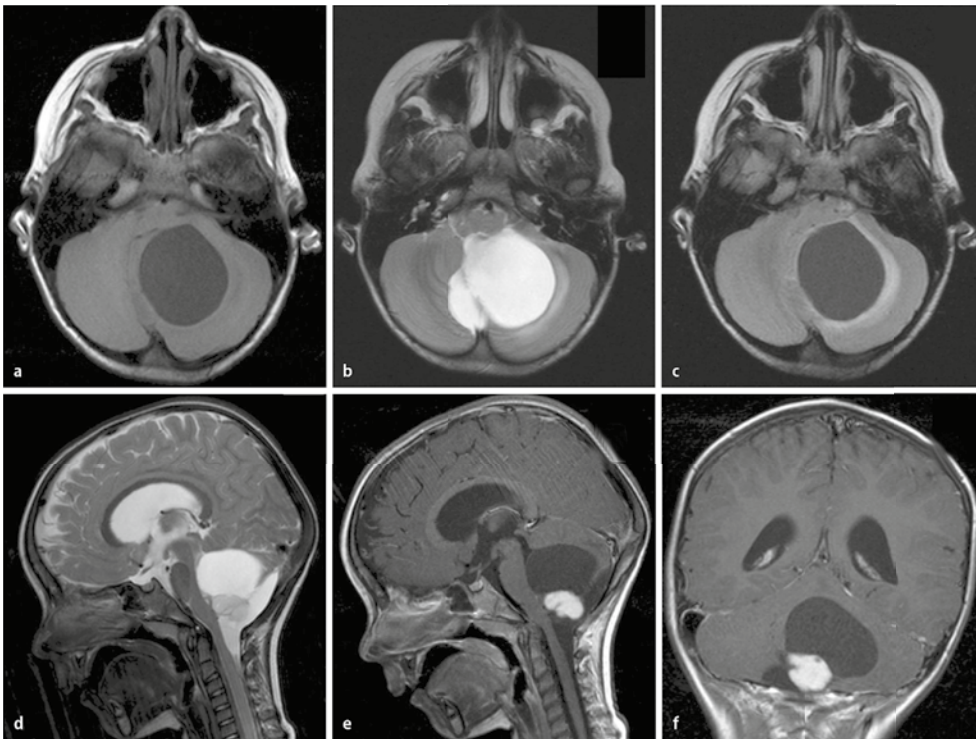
▲ Pilozytisches Astrozytom: 5-jähriger Junge mit einer zystischen Raumforderung der linken Kleinhirnhemisphäre. Die Zyste zeigt sich typischerweise hypointens in den T1- und FLAIR-Sequenzen (a,c) und hyperintens in der T2-Sequenz (b,d). Am Rand der Zyste zeigt sich eine Signalsteigerung im Kleinhirn in den T2- und FLAIR-Sequenzen. Nach KM-Gabe kommt im unteren Anteil der Zyste ein homogener KM-affiner Knoten zur Darstellung (e,f)
